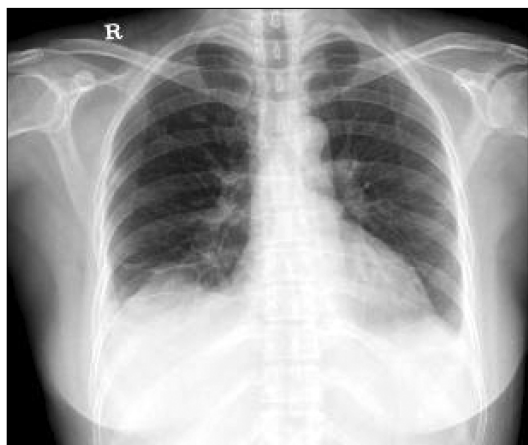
Chest X-ray showing the right side pleural effusion at 3 days after admission.
